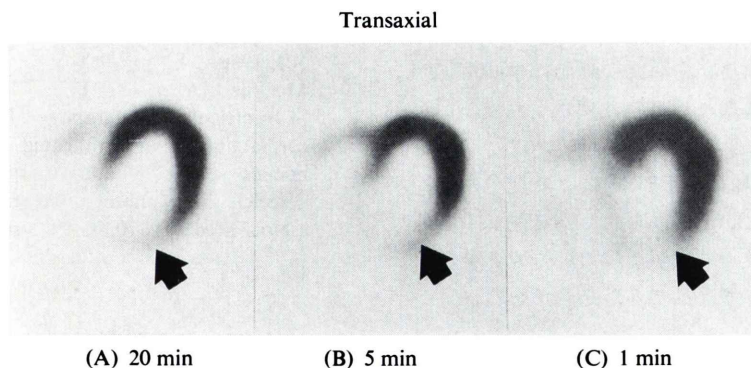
Transverse images obtained with three-headed SPECT in various acquisition times; (A) 20 min, (B) 5 min, and (C) 1 min. The cutoff frequency of the Butterworth filter is 0.15 cycle/pixel for (A) and (B), and 0.10 cycle/pixel for (C). Arrows indicate the region of myocardial infarction.
